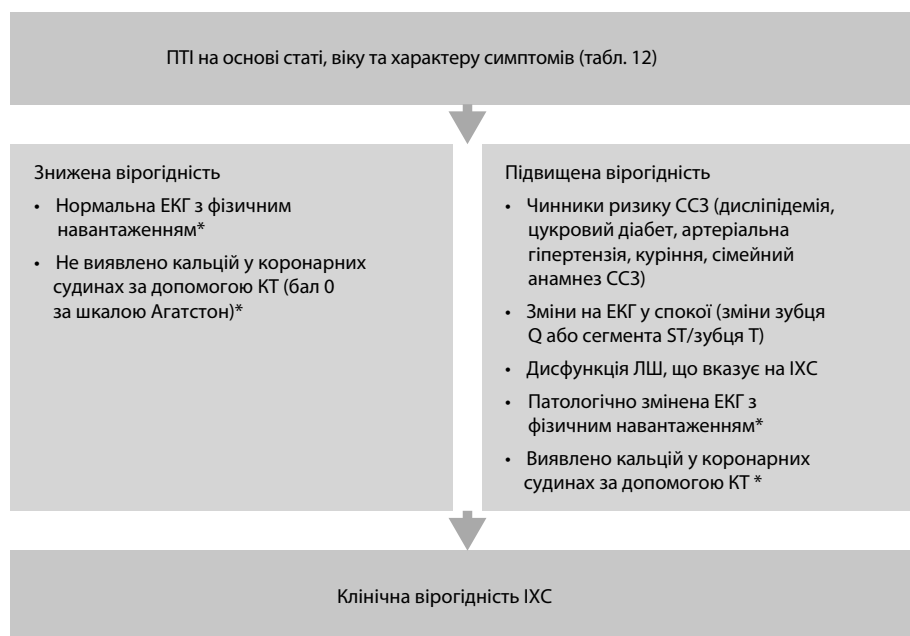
Визначення клінічної вірогідності обструктивної ішемічної хвороби серця. КТ – комп'ютерна томографія. \* Якщо доступно.
